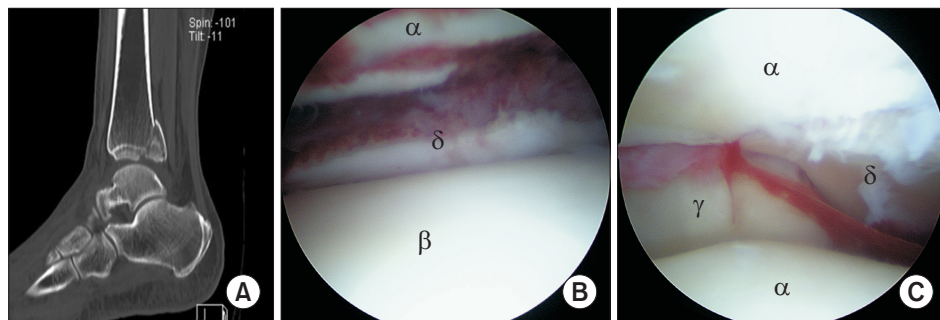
(A) The sagittal CT image shows a displaced posterior malleolar fracture. (B, C) The arthroscopic findings show the posterior malleolar fracture before (B) and after (C) arthroscopic reduction. ^αTibia, ^βTalus, ^γFibula, ^δfractured posterior malleolus.
